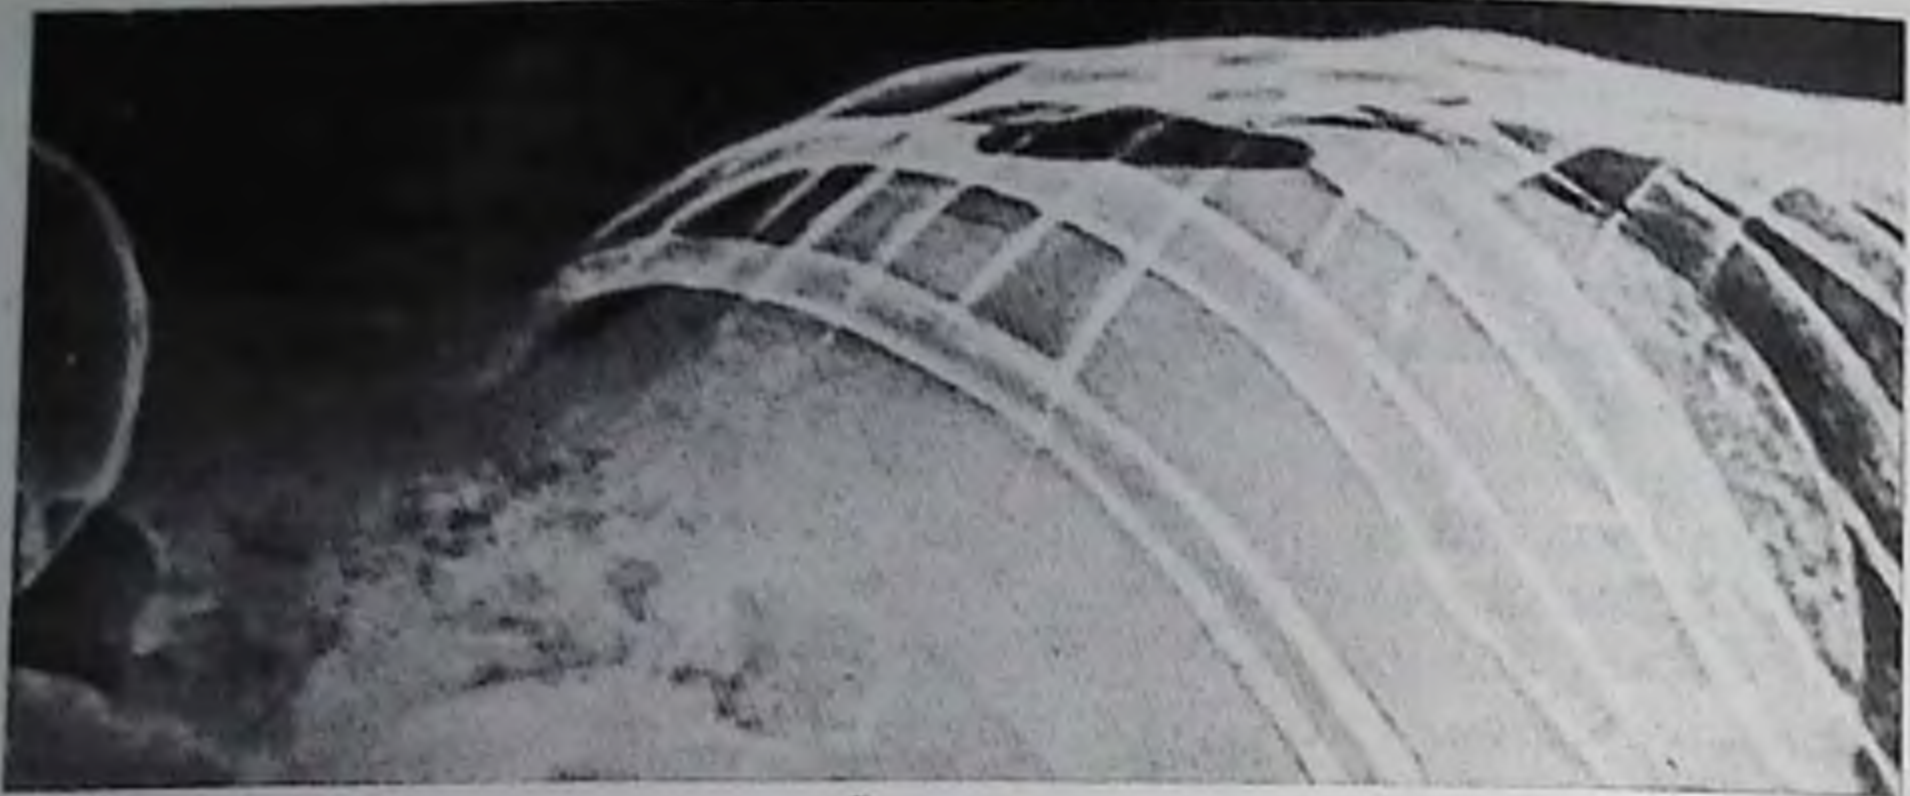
Слепое огнестрельное ранение живота с повреждением кишечника. Электрорентгенограмма в латеропозиции на левом боку. Над печенью определяется свободный газ и горизонтальный уровень жидкости (пневмогемоперитонеум).
